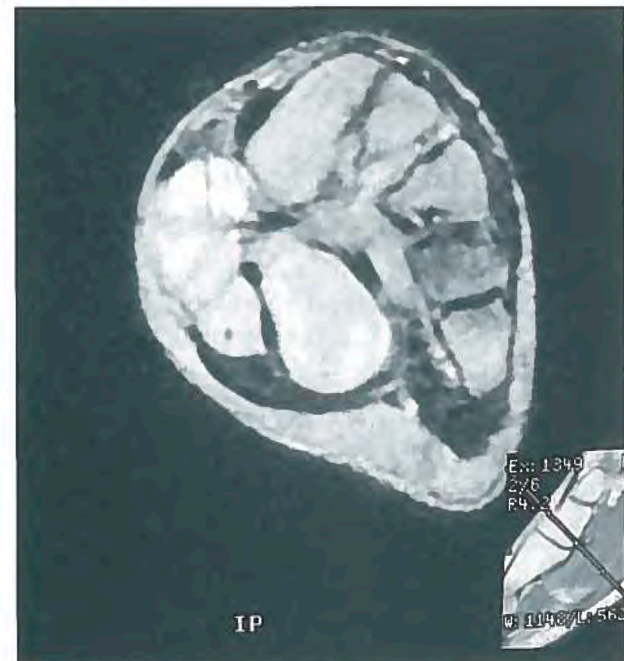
Corte axial de RM del pie del caso de la figura 6. Sarcoma sinovial.
